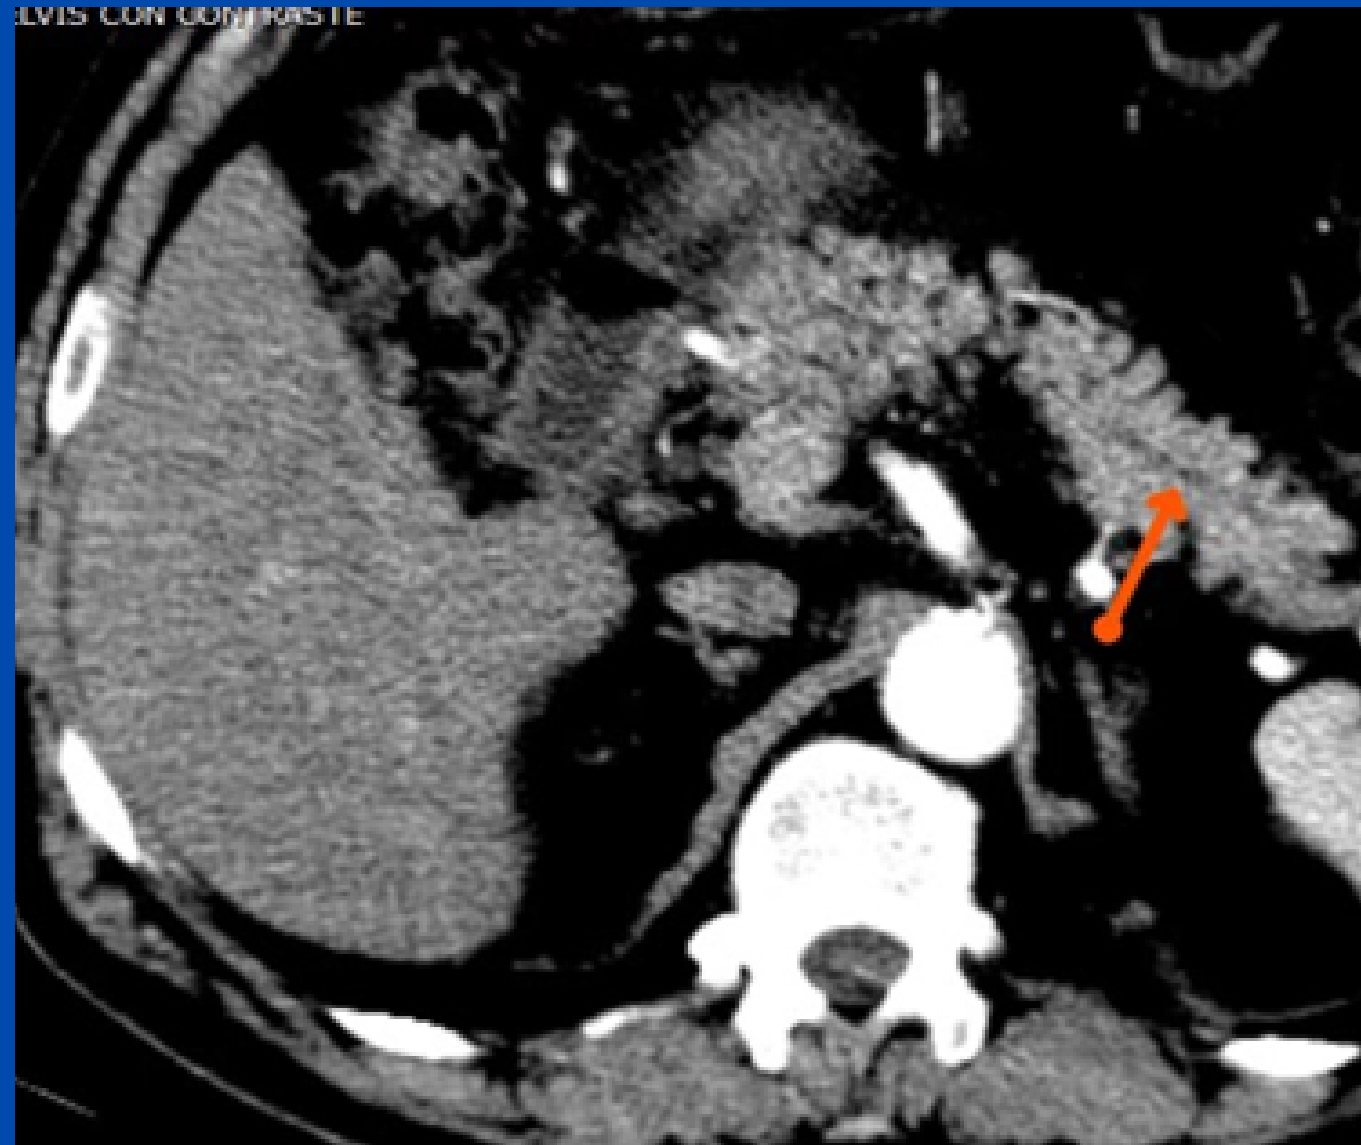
TC de abdomen C/C: Alteración del parénquima pancreático en porción cefálica (Flecha amarilla) asociado a cambios inflamatorios peripancreáticos (Flecha roja).
